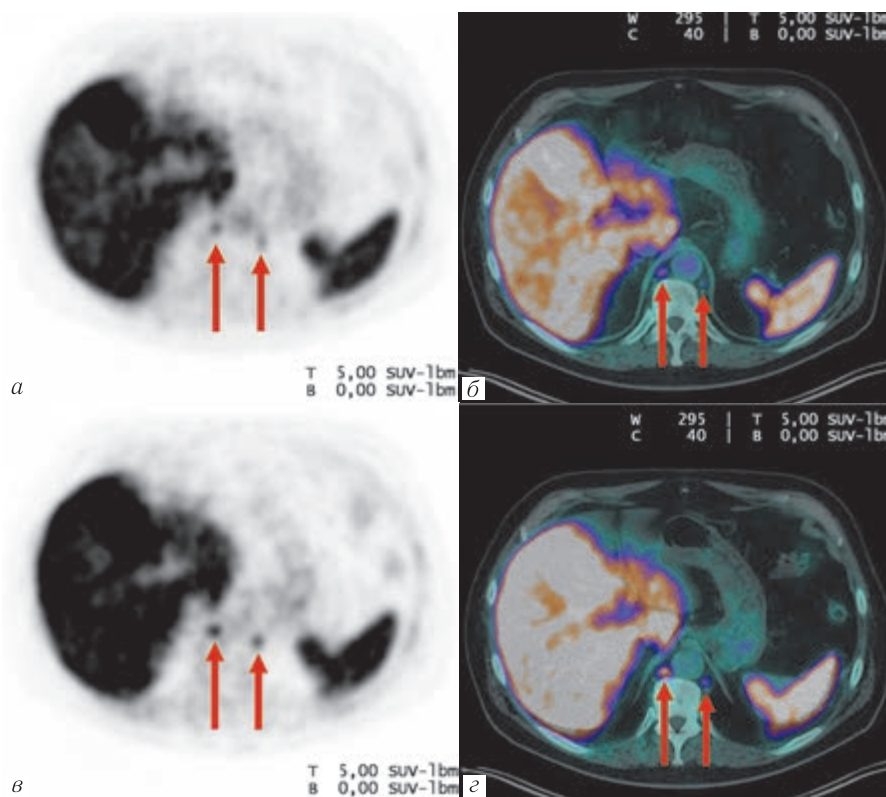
ПЭТ/КТ с ^{18}F -ПСМА-1007 у пациента 68 лет с диагнозом РПЖ (pT3aN0M0, сумма баллов по шкале Глисона — 9 (4+5)) с повышенным уровнем ПСА (10,2 нг/мл на момент исследования) на фоне ранее проведенных РПЭ, адъювантной ДЛТ на ложе удаленной предстательной железы, ГТ, ДЛТ на область тазовых лимфатических узлов, СЛЛТ метастатических очагов в костях. На аксиальных томограммах ПЭТ и ПЭТ/КТ через 60 мин (а, б) и 120 мин (в, г) после введения РФП визуализируются очаги патологического накопления ^{18}F -ПСМА-1007 в ретрокруральных лимфатических узлах (красные стрелки), отмечается увеличение значения SUV_{max} ко второму этапу сканирования: с 4,0 до 5,8 (справа), с 2,2 до 3,3 (слева)
